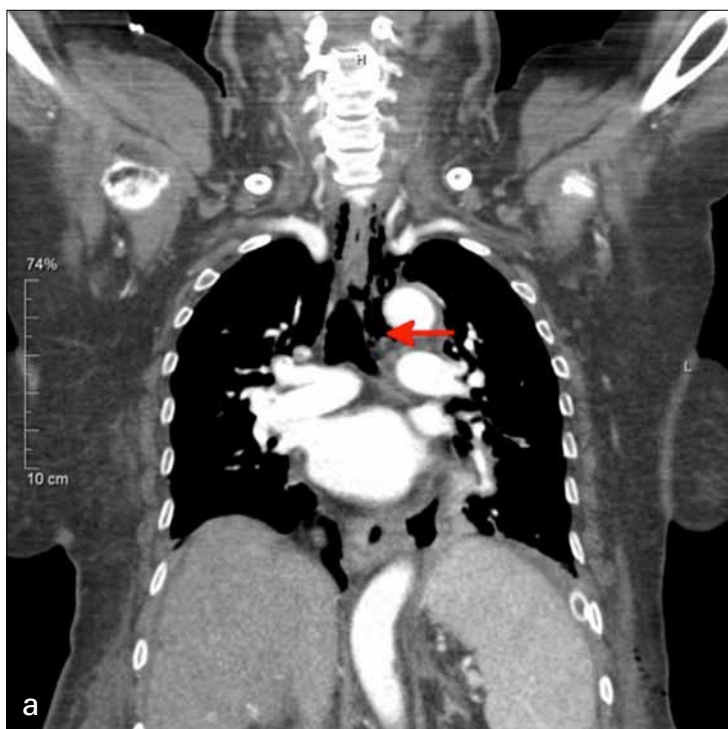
CT a) Mediastinal emphysema; b) Trachea with intubating tube (red), perforated oesophagus (yellow) and mediastinal emphysema (green)
